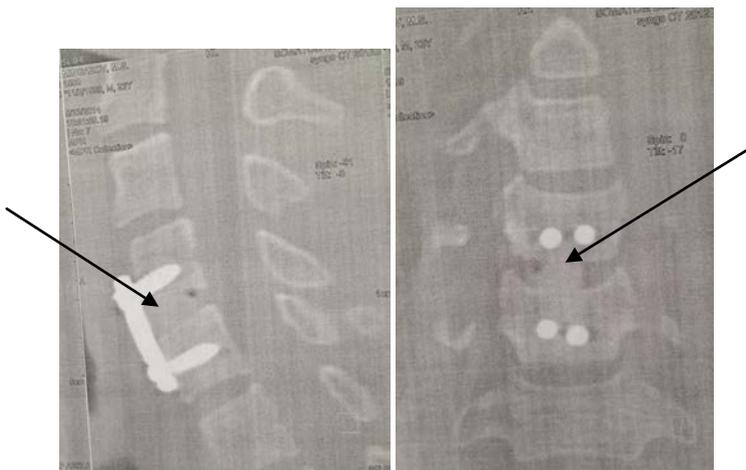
КТ больного И., 23 лет, с ПСМТ на уровне С4-5 ПДС через 38 дней после операции межтелового спондилодеза с использованием УНИ (указано стрелкой) на уровне С4-5 ПДС.
